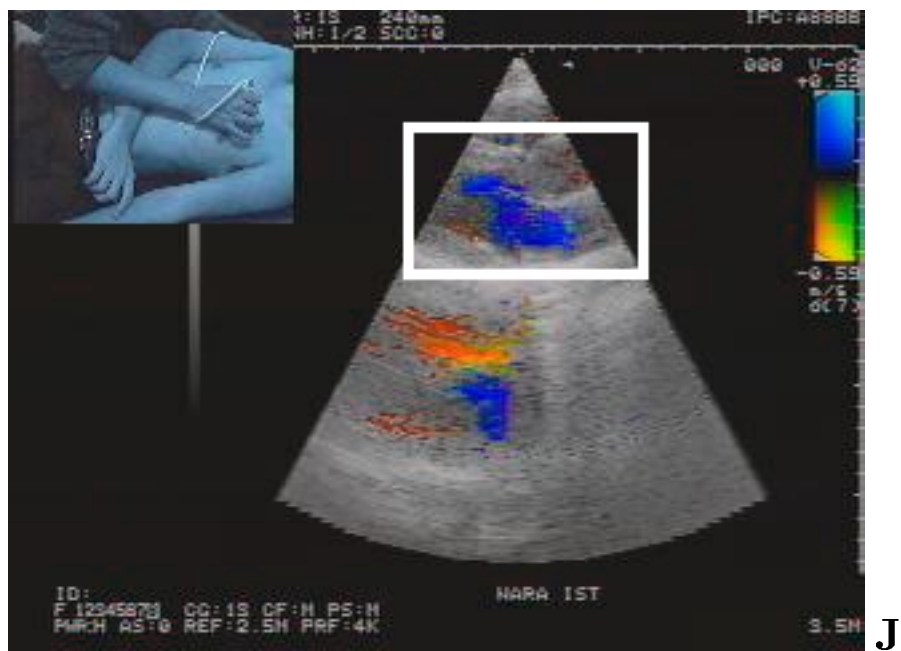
岡山/奈良医用超音波動画像遠隔医療実験 Diagnosis Mode の ROI 伝送画像: J は ROI を選択した部位。K は伝送された画像 (88 × 64 ピクセル)
